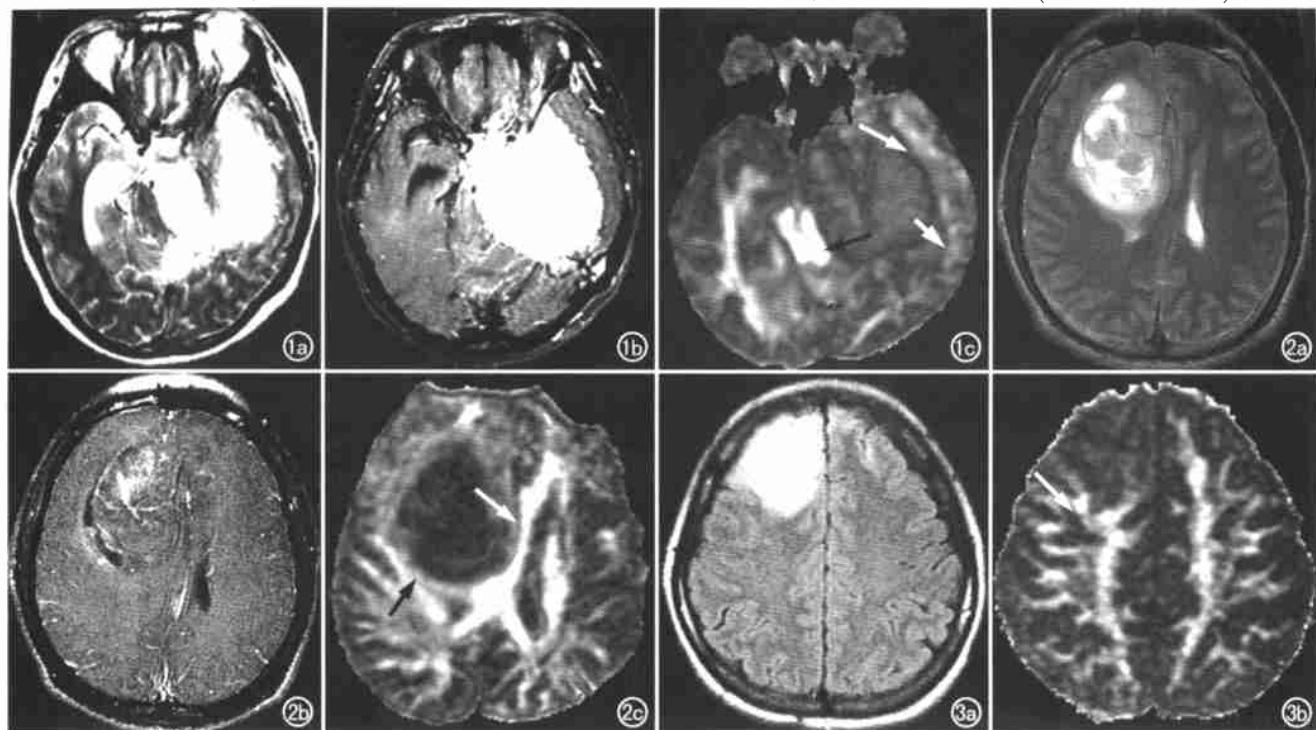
脑膜瘤。a) T₂WI 显示病变呈高信号; b) T₁WI 增强显示病变明显强化; c) DTI FA 图像, 示肿瘤组织呈低信号, 白质纤维呈高信号, 锥体束受压向内移位(黑箭), 呈高信号, 左侧下纵束(长白箭)、左侧视放射受压向外移位(短白箭)。图 2 III~IV 级星形细胞瘤。a) T₂WI 显示病变呈高信号, 信号不均匀; b) T₁WI 增强显示病变呈不均匀强化; c) DTI FA 图像, 示肿瘤组织呈低信号, 右额叶白质纤维破坏, 呈消融状改变, 边界不清, 正常形态消失, 胼胝体部受压向左侧移位(白箭), 右侧放射冠受压向后移位(黑箭)。图 3 星形细胞瘤 II 级。a) FLAIR 像, 示右额叶病变呈高信号。b) DTI FA 图像, 示病变区白质纤维消失, 病变后方放射冠显示清晰(白箭), 呈高信号, 无明显受压。
